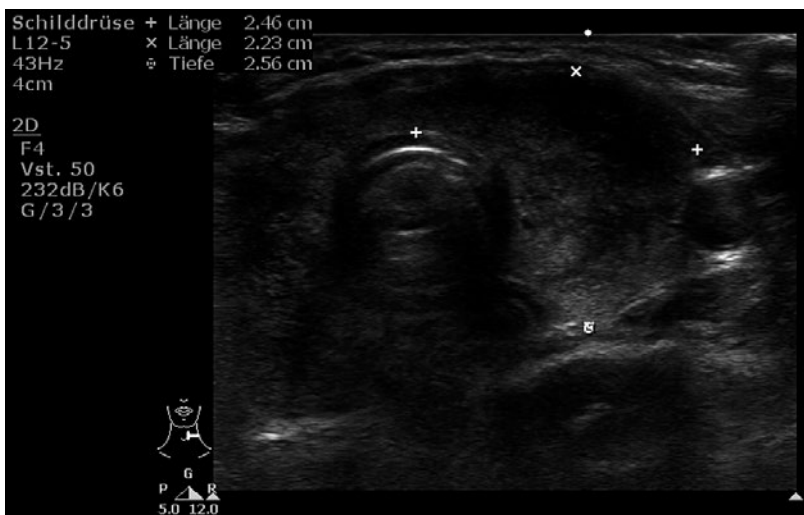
Sonographie der Schilddrüse, linke Seite, transversal.
